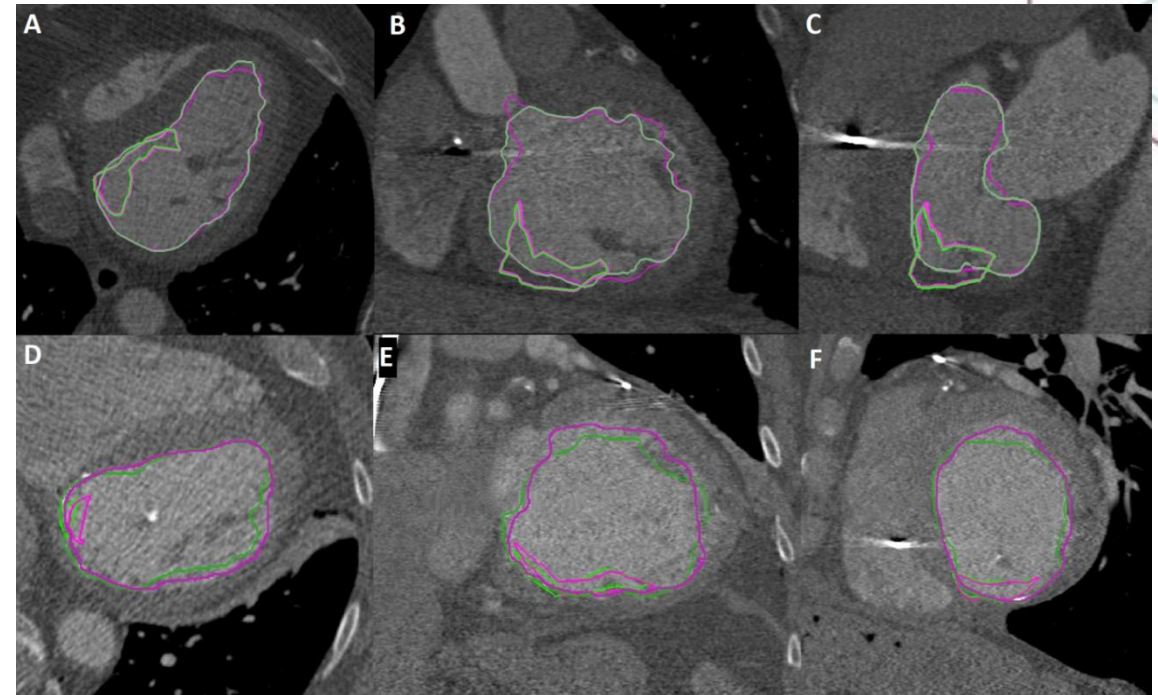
Náhled 3D dat k interobserver analýze (CT LVx vs CT LVy)
